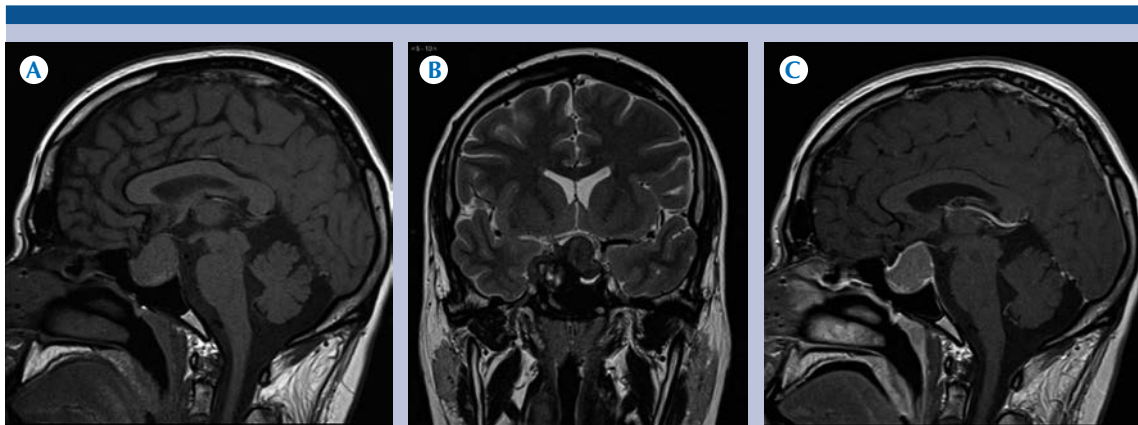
A) Resonancia magnética, plano sagital ponderado en T1: histiocitosis en la región selar con aumento en las dimensiones, predominantemente isoíntensa al parénquima cerebral con vector de crecimiento supraselar. B) Plano sagital ponderado en T2 con lesión en la región selar con aumento en las dimensiones, predominantemente isoíntensa al parénquima cerebral, con algunas áreas de aspecto quístico, con vector de crecimiento supraselar y compresión del quiasma óptico. C) Plano sagital ponderado en T1 con medio de contraste: realce moderado anular de la lesión y del componente sólido en la región central.
